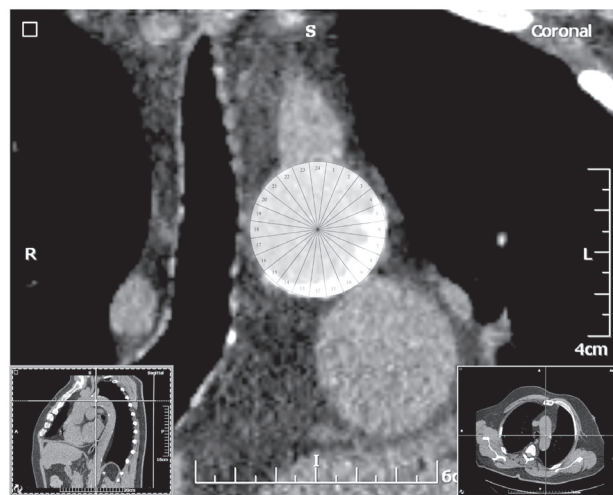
Пациент 69 лет. Изменения во II части дуги аорты на уровне секторов 4–15 (фрагмент компьютерной томограммы – реконструированное изображение поперечного сечения дуги аорты)
